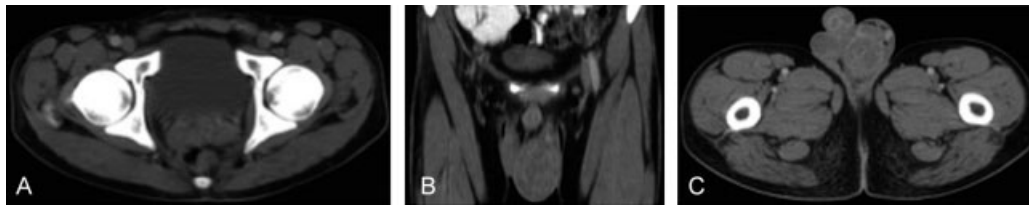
Tomografía contrastada de abdomen. Aumento en el tamaño de las vesículas seminales. Masa testicular izquierda de densidad heterogénea y aumento en el tamaño del epidídimo.
